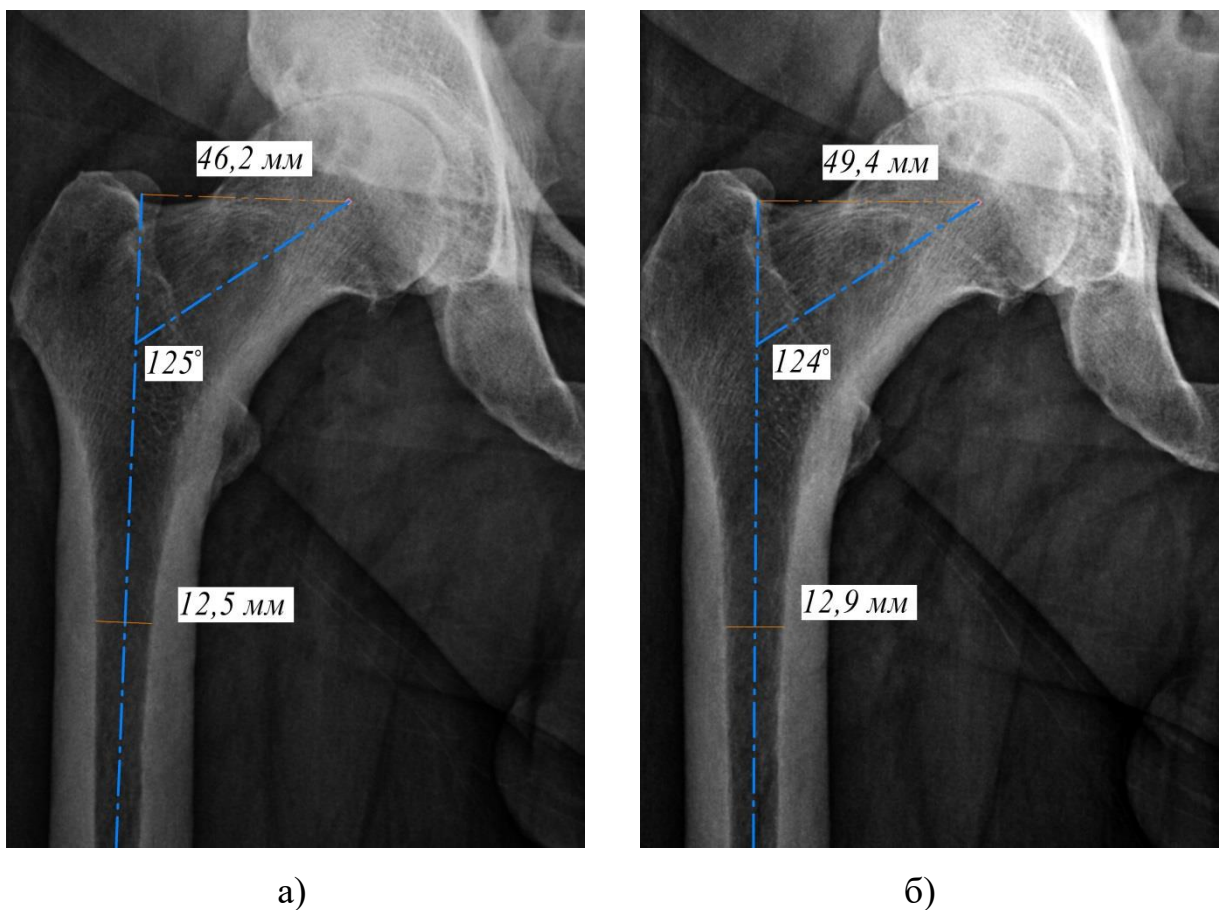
Рентгенограммы тазобедренного сустава при различной ротации нижних конечностей (указаны величины ширины костно-мозгового канала и оффета): а) нейтральное положение стопы, б) внутренняя ротация стоп 12 градусов.
